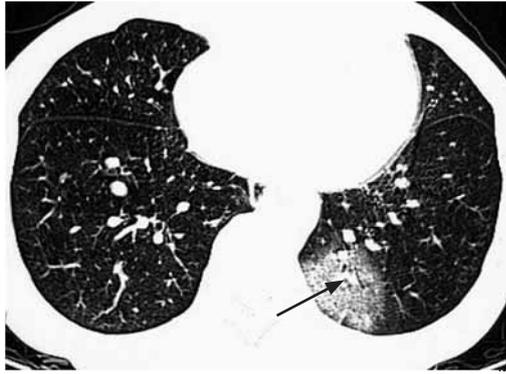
Компьютерная томография при SARS
